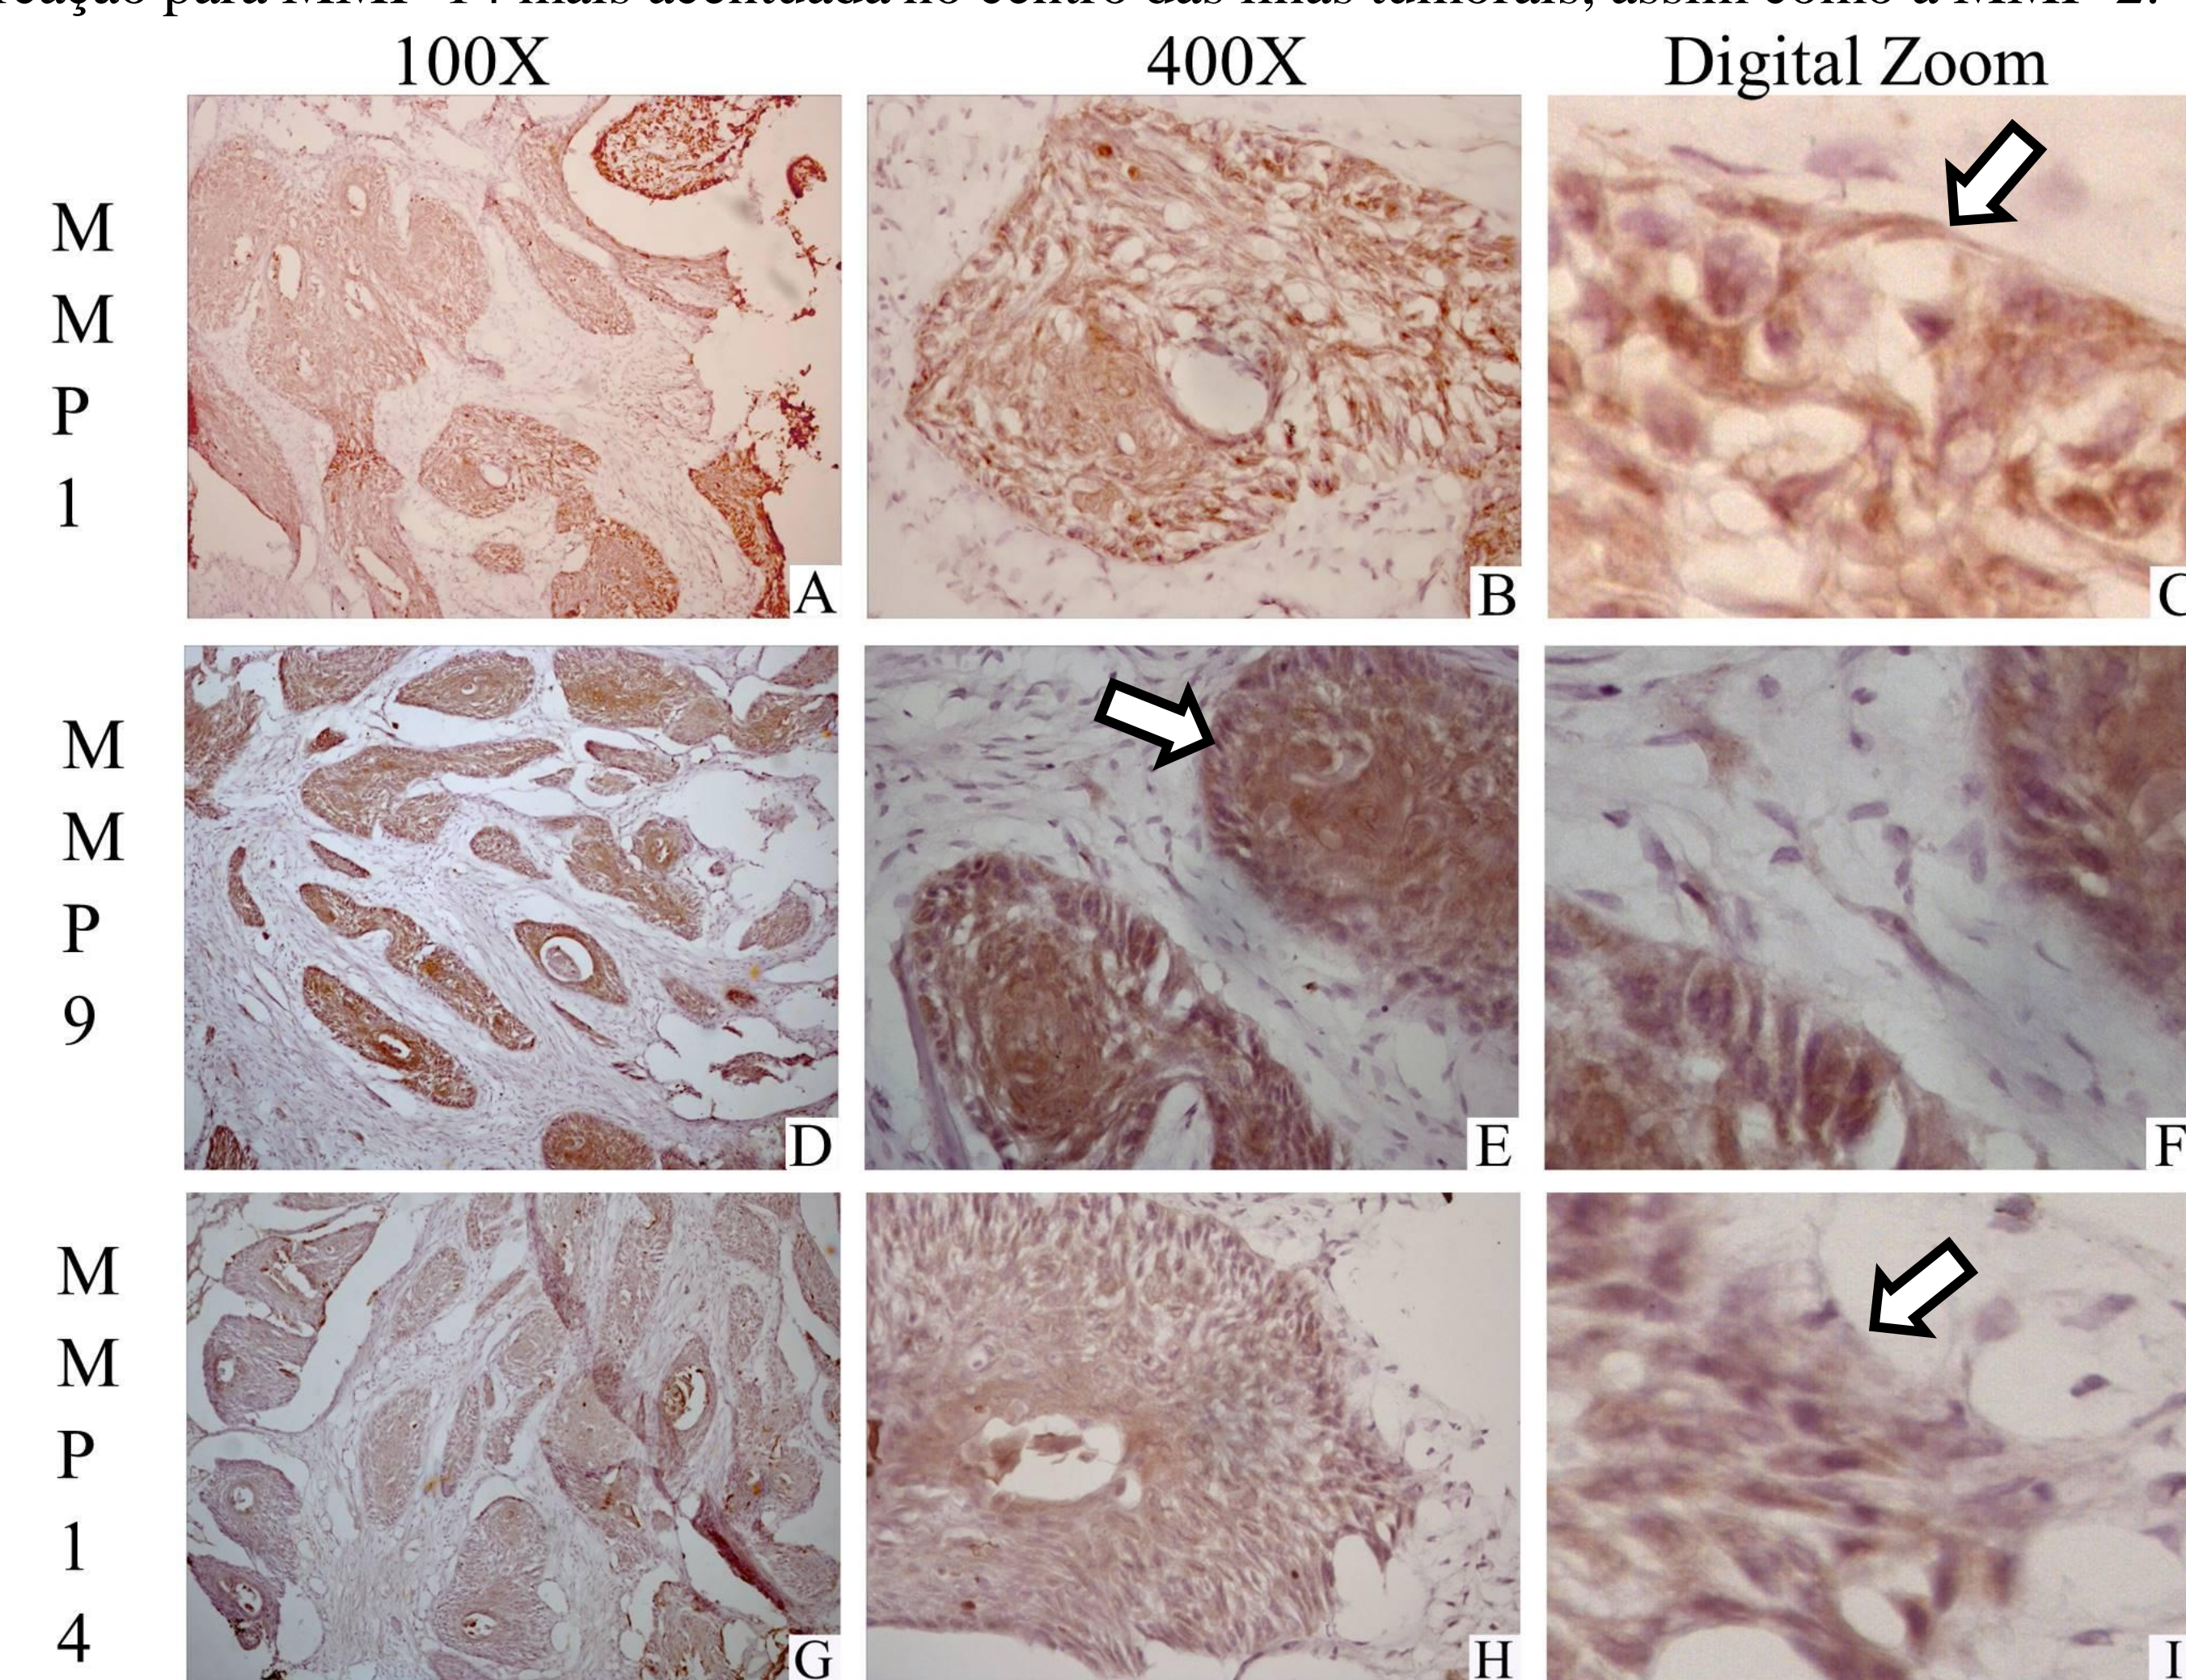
Marcação imuno – histoquímica para a região de zona de invasão (ZI) – Marcação para MMP-1 aumento na intensidade quando comparado ao CC (A, B e C); Marcação para MMP-9 no centro das ilhas tumorais e mostra-se mais intensa quando comparadas com CT (D, E e F); Marcação para MMP-14 observa-se diminuição na intensidade quando comparada ao CC (G, H e I).
